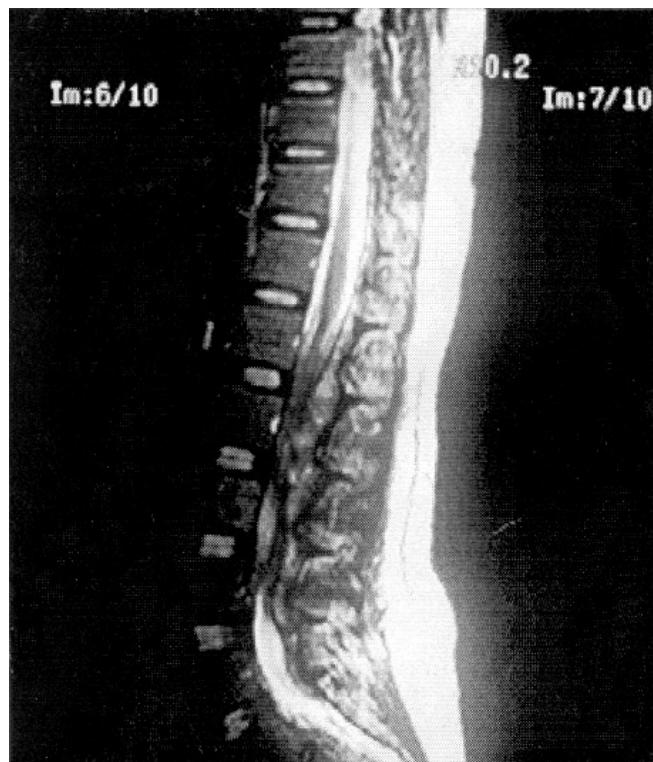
RM lumbar: corte sagital, tuberculoma intrarráquideo desde L1 a L3.
